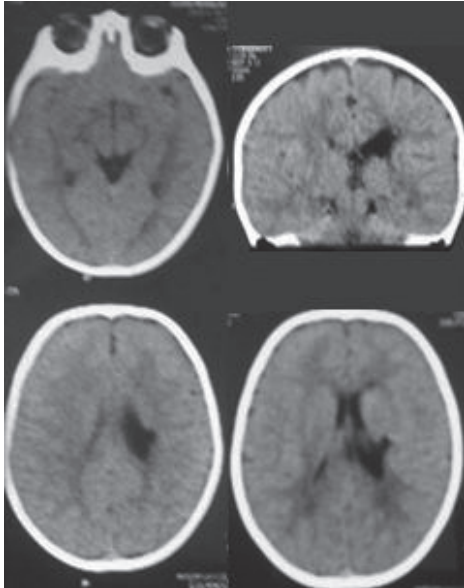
Resultado de TAC: En los diferentes cortes obtenidos se observa zona hipodensa gangliobasal izquierda con dilatación compensatoria del ventrículo ipsilateral. El resto del parénquima cerebral no presenta alteraciones. Se diferencia adecuadamente la sustancia gris de la sustancia blanca. Las estructuras de la fosa posterior son normales. Conclusión: Hallazgos anteriores compatibles con infarto antiguo de la región gangliobasal izquierda
